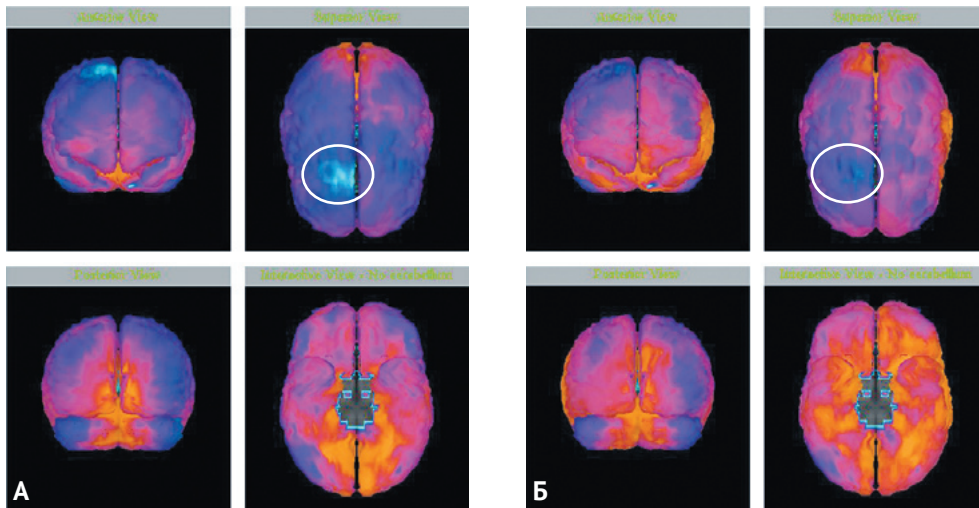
Перфузия головного мозга у пациента с острым инсультом, вызванным тромбозом правой внутренней сонной артерии. Однофотонная эмиссионная компьютерная томография: А — 3D реконструкция, 2-е сут острого нарушения мозгового кровообращения. Очаг гиперперфузии в правой лобной доле (отмечен белым эллипсом); Б — 5-е сут после наложения экстра-интракраниального анастомоза. Отмечается уменьшение очага гиперперфузии
